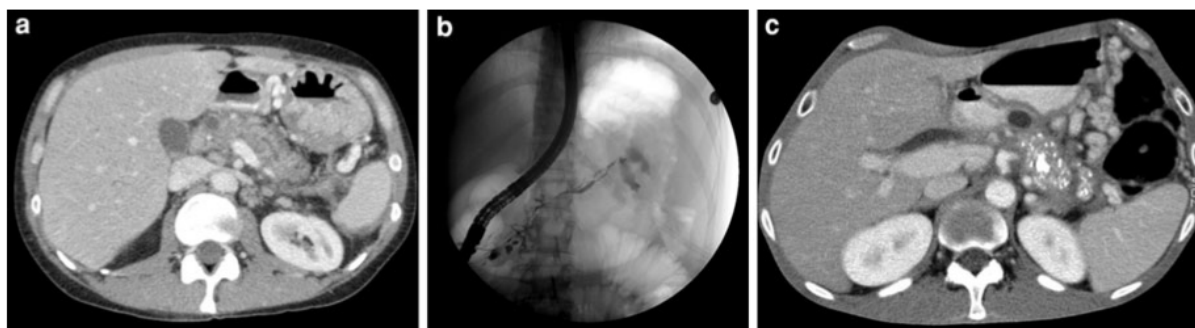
Gambaran CT abdomen pada pria 67 tahun dengan pankreatitis akut dan koleksi pankreatik hemoragik akut.
